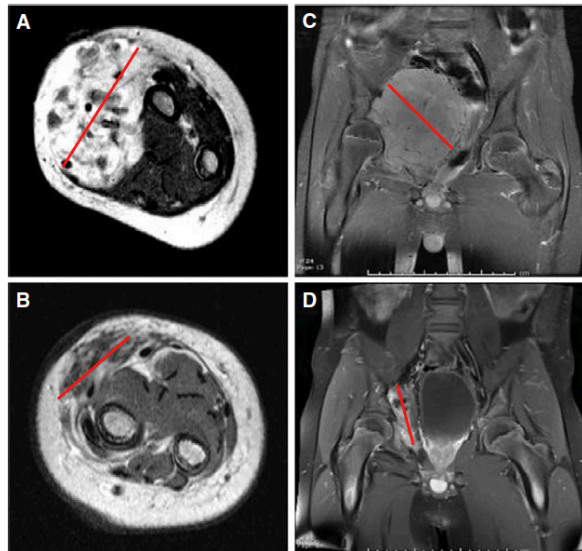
Imagen A: Resonancia magnética en T1 con gadolinio obtenidas antes del tratamiento con Larotrectinib en fibrosarcoma infantil en antebrazo con fusión del ETV6-NTRK 3. Imagen B: Evolución de la imagen A tras 6 ciclos de Larotrectinib. Imagen C: Resonancia magnética en T1 con gadolinio de sarcoma de células en pelvis con fusión TPM3-NTRK1. Imagen D: Evolución de la imagen C tras 9 ciclos de Larotrectinib.
